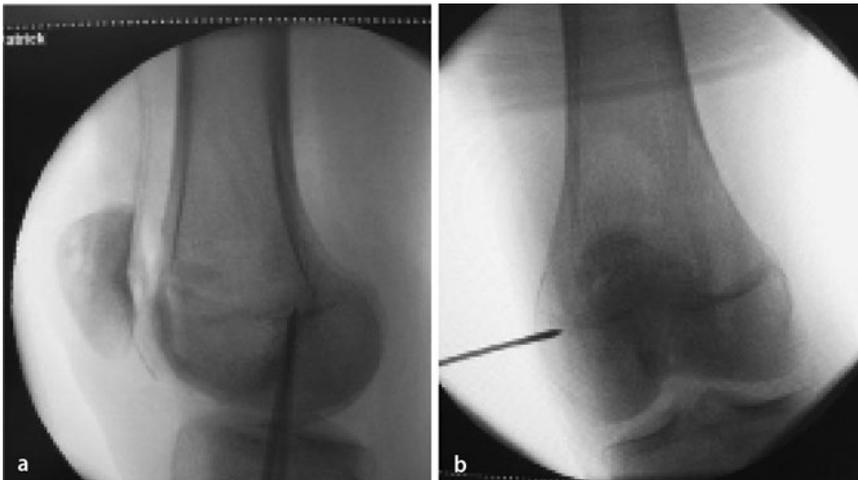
▲ a Da auf der seitlichen Röntgenaufnahme nur die zentrale Ebene der Wachstumsfuge dargestellt wird, suggeriert die seitliche Ebene einen proximalen Insertionspunkt des medialen patellofemoralen Ligaments in Relation zur Fuge. b Projiziert man den Insertionspunkt auf die a.p.-Ebene, zeigt sich derselbe Punkt distal der Fuge. (Nach [18])
